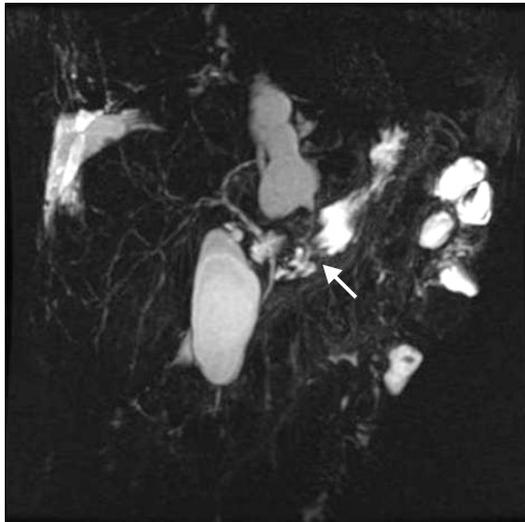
Magnetic resonance cholangiopancreatography revealed a stenosis (arrow) of main pancreatic duct just proximal to pancreatic cyst.
